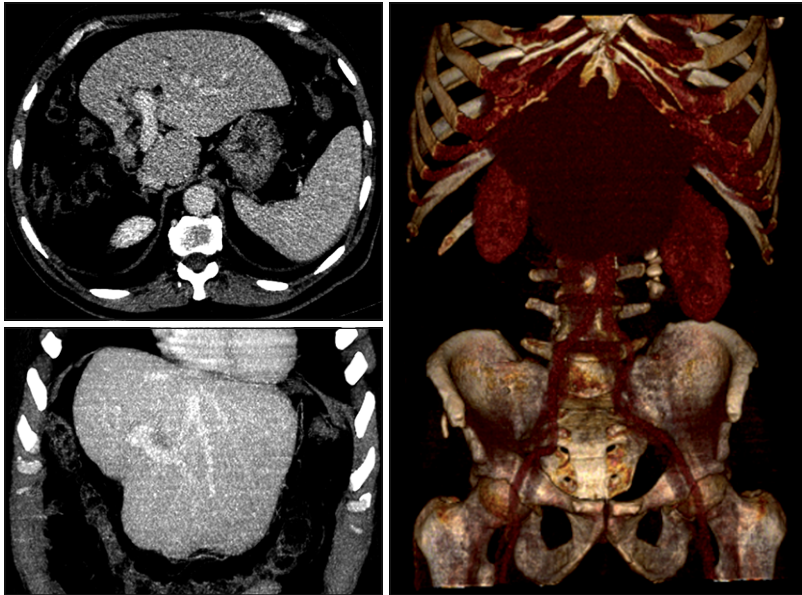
Tomografía computada, reconstrucción de proyección de máxima intensidad y volumétrica. Hígado con hipertrofia de lóbulo izquierdo y lóbulo caudado, asas intestinales ocupando el lecho hepático derecho, ausencia de lóbulo hepático derecho morfológico.
